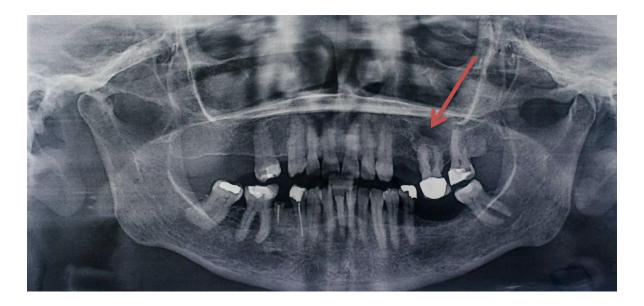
2 . Radiografía panorámica con masa radiopaca y un halo bien circunscrito en el diente 26
